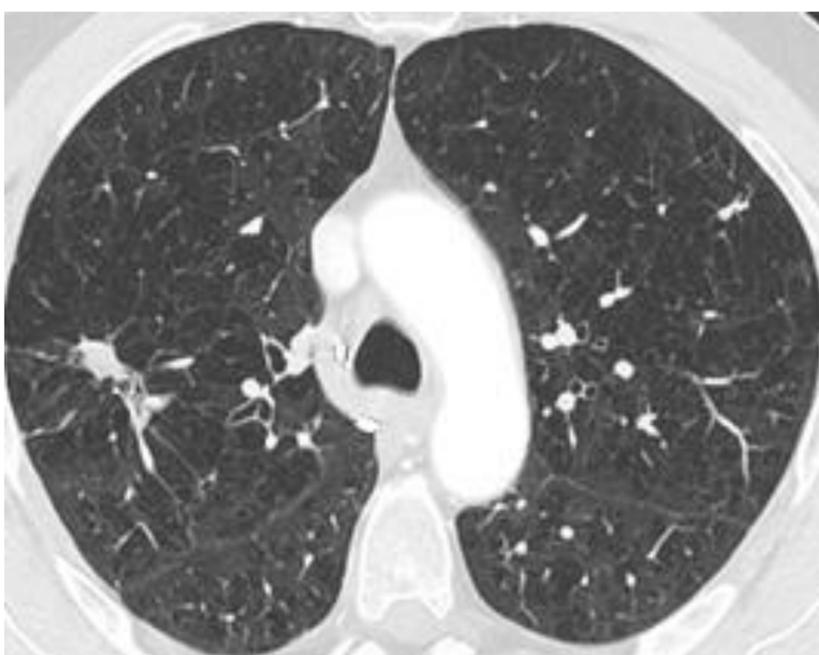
TC torácico de planificación de PAAF.
